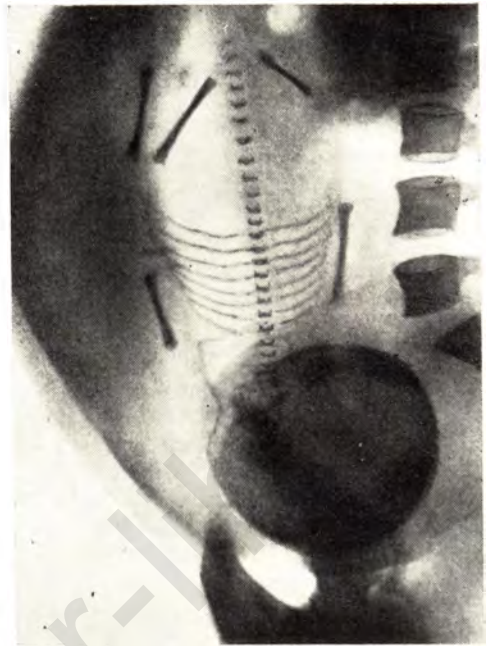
Боковая рентгенограмма живота беременной. Нормальное расположение плаценты на передней стенке матки.
